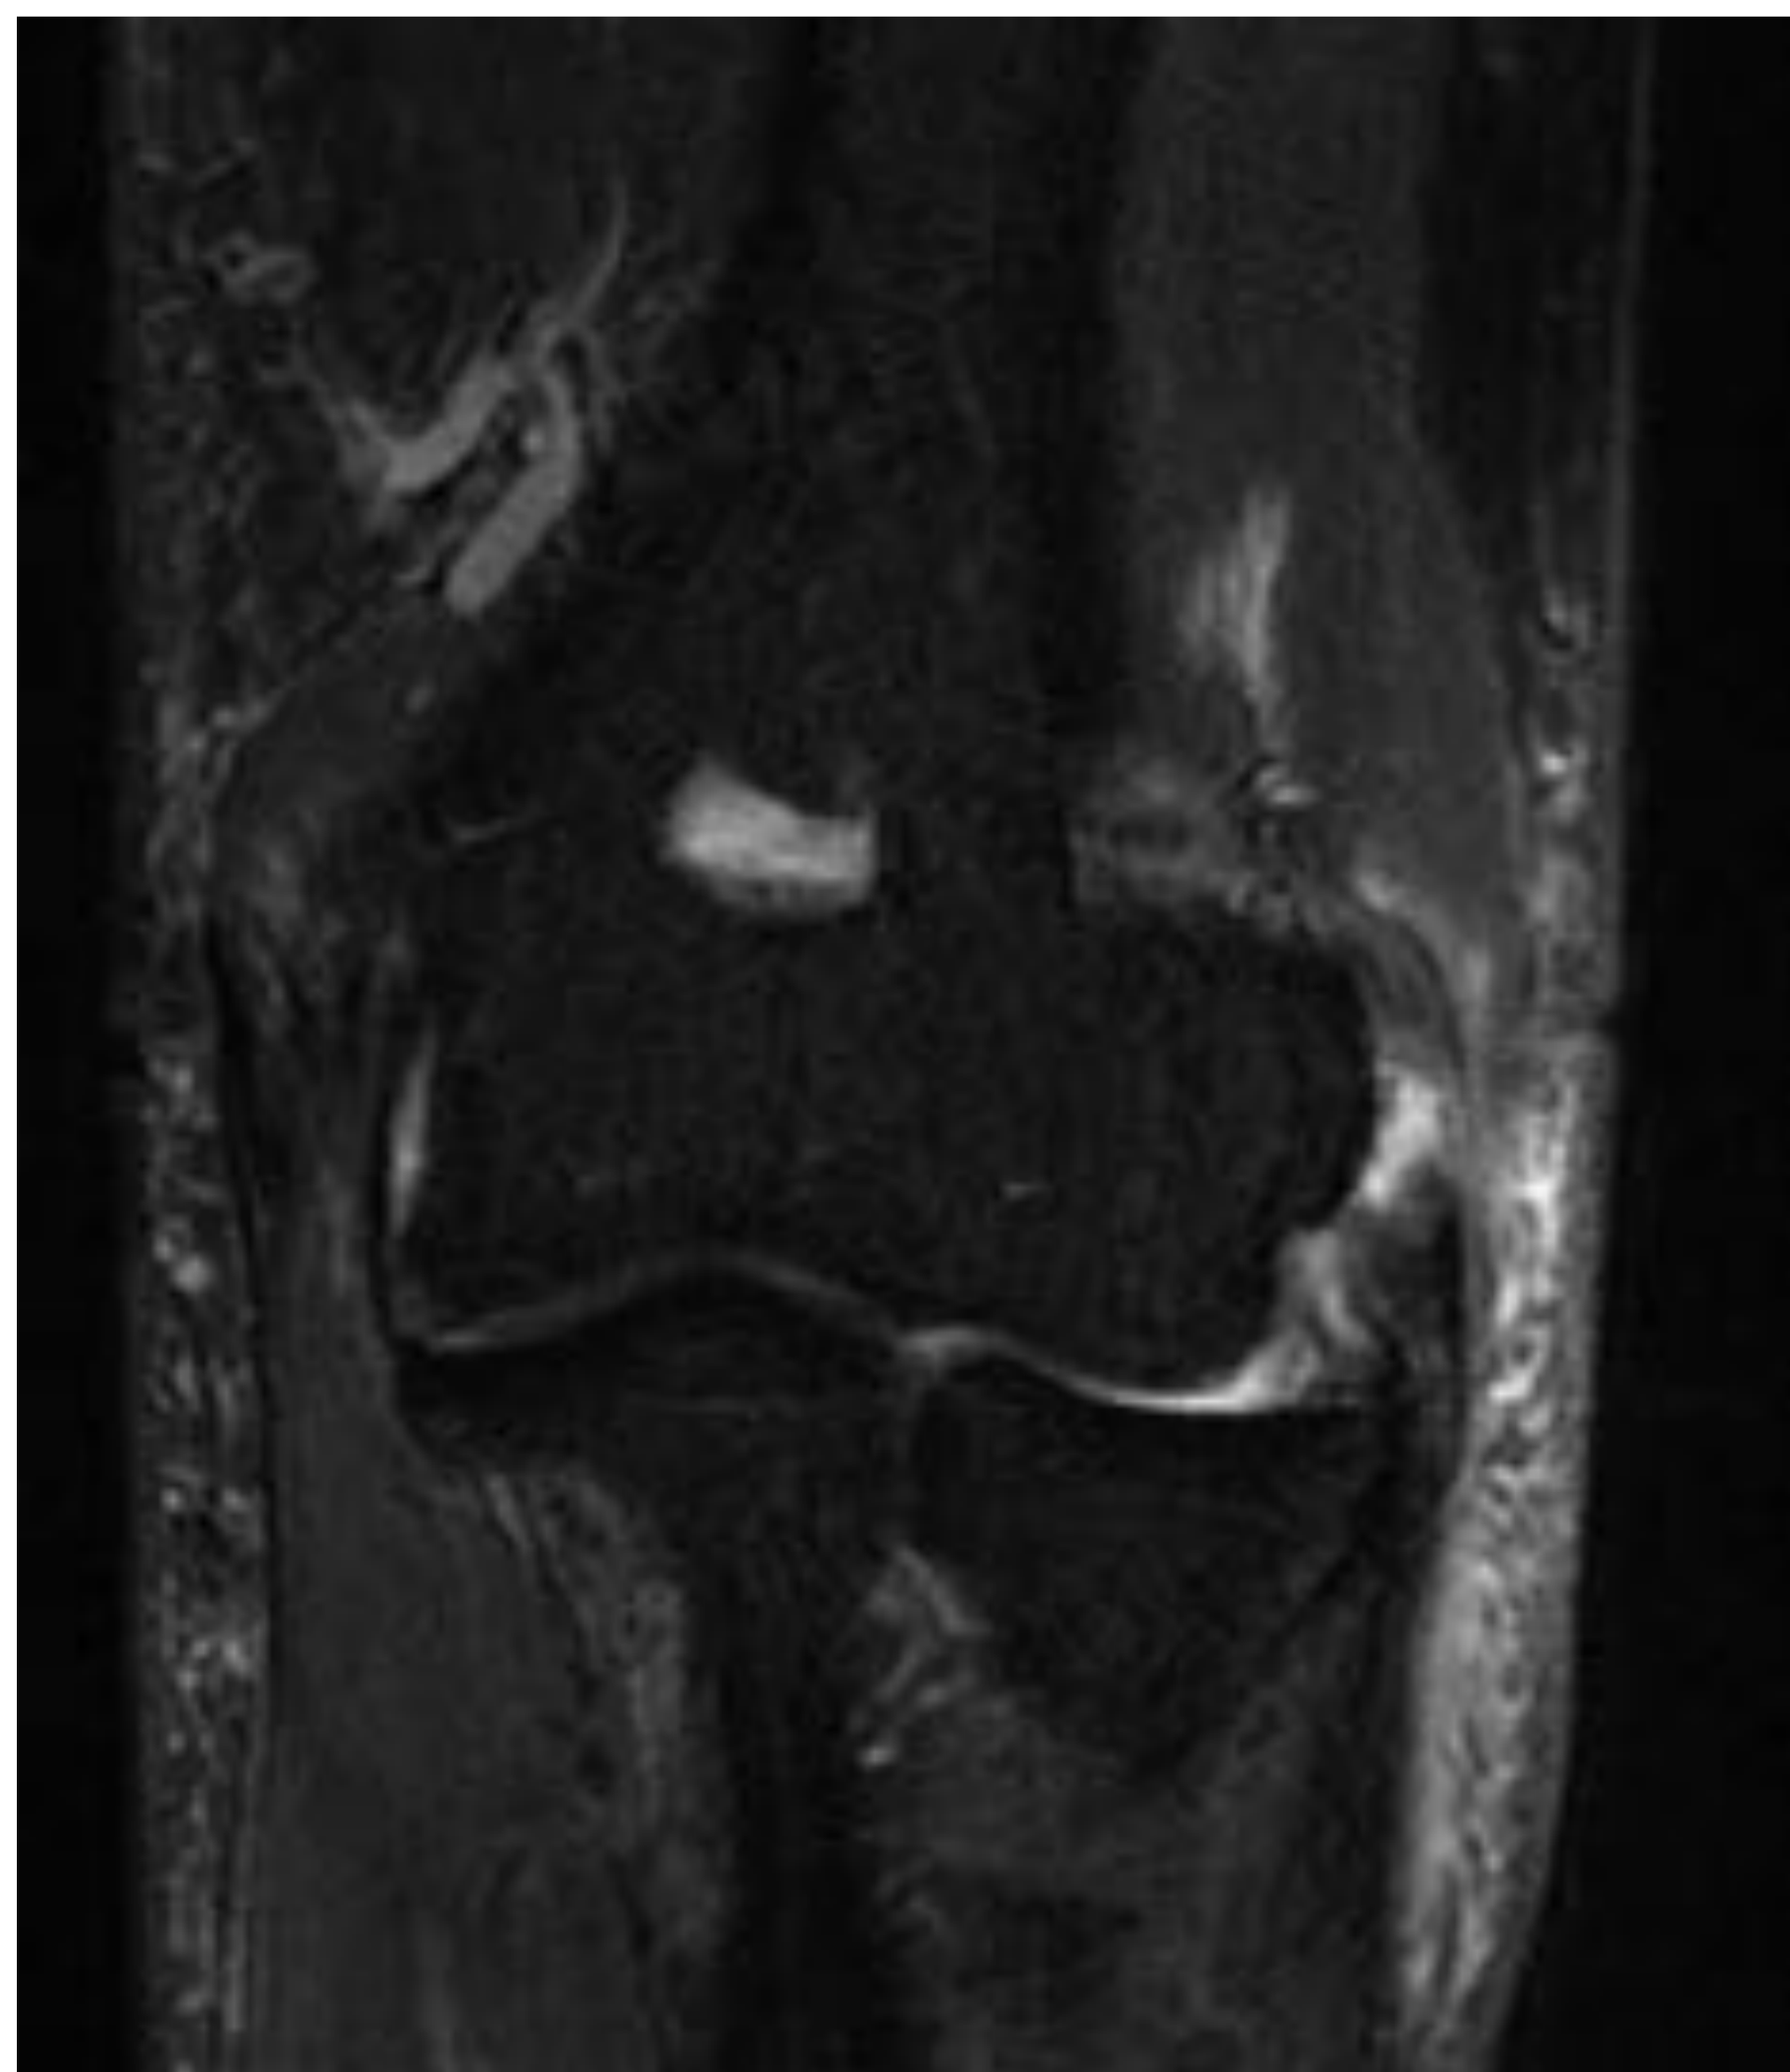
RM codo, secuencia T2 FS en plano coronal. La imagen muestra alteración de señal por hiperintensidad del tendón extensor conjunto con líquido en la zona de inserción, compatible con Epicondilitis.
